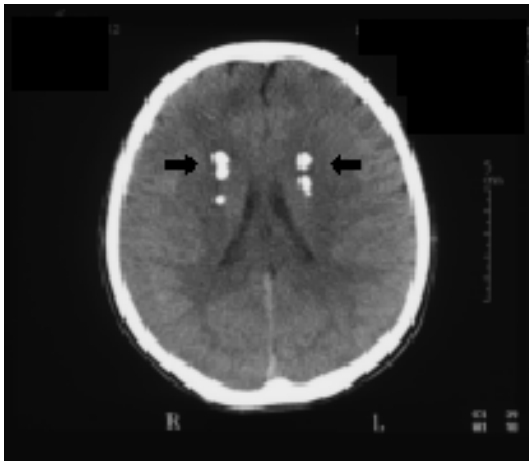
The brain CT scan. That showed abnormal calcification of basal ganglia (arrows).
